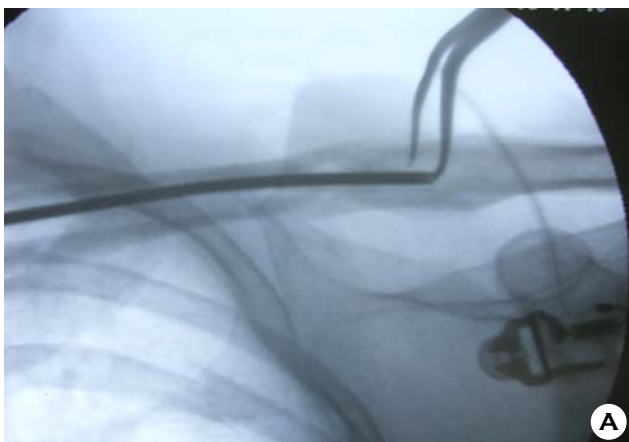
The radiograph (A) and the picture.
